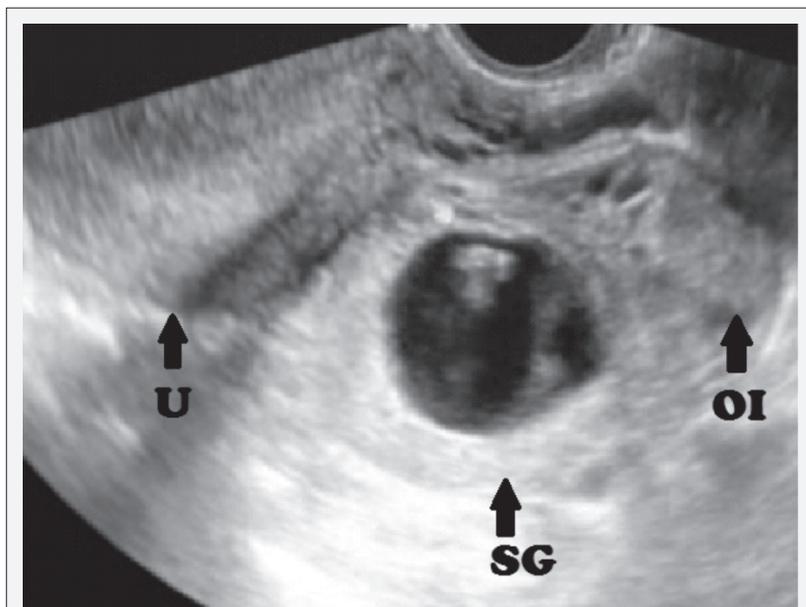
Ecografía transvaginal:* se observa la presencia de un saco gestacional en la topografía del anexo izquierdo que deja ver una membrana que diferencia más de una bolsa amniótica. U: útero, SG: sacos gestacionales, OI: ovario izquierdo.
